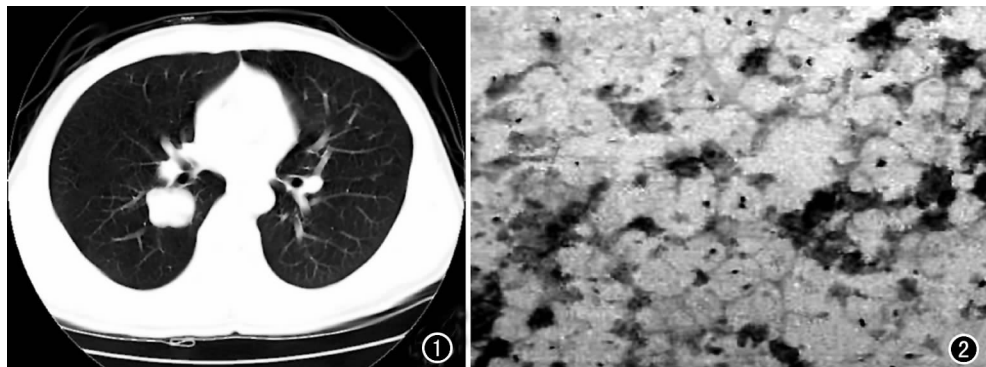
CT 示右肺下叶背段软组织肿块影, 边缘分叶, 密度均匀, 支气管阻塞, 周围结构受压。
